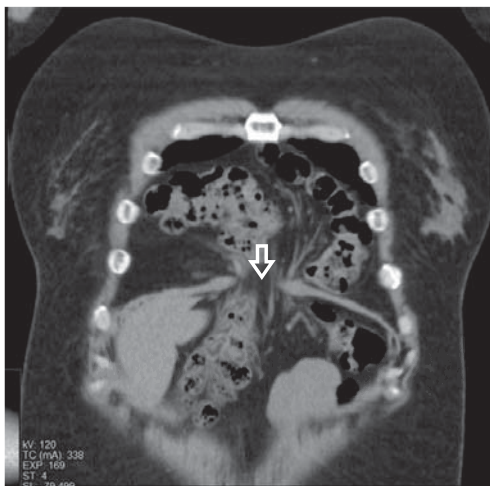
TAC simple de corte coronal que evidencia defecto diafragmático retroesternal de 5.2 cm con colon en su interior.
